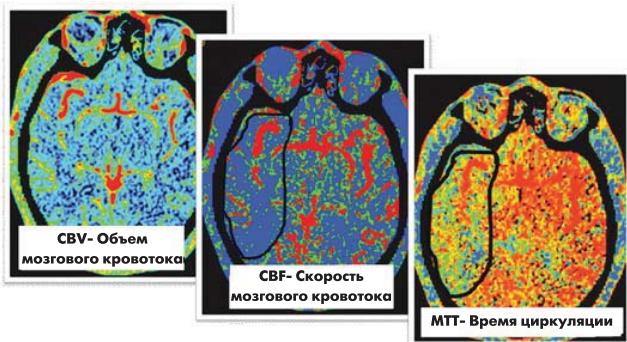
Перфузионная КТ.
